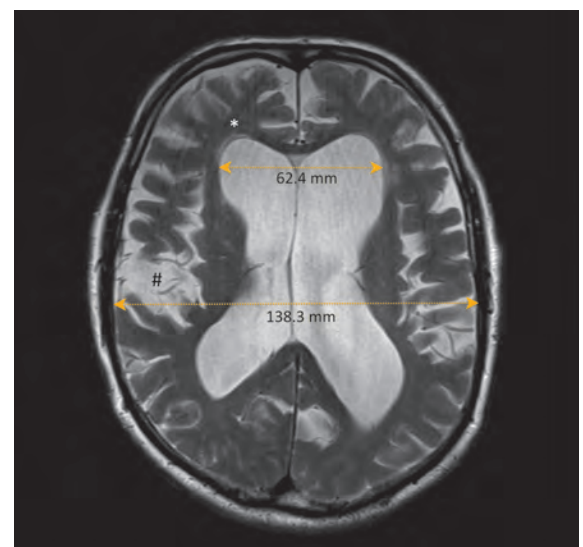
IRM typique d'un patient atteint d'HPNi. L'index d'Evans s'élève dans ce cas à 0,45 (62,4 mm / 138,3 mm). L'IRM-T2w révèle des hyperintensités autour des cornes frontales comme signes de diapédèse du LCR (*) ainsi que des «poches liquidienne» (#).
